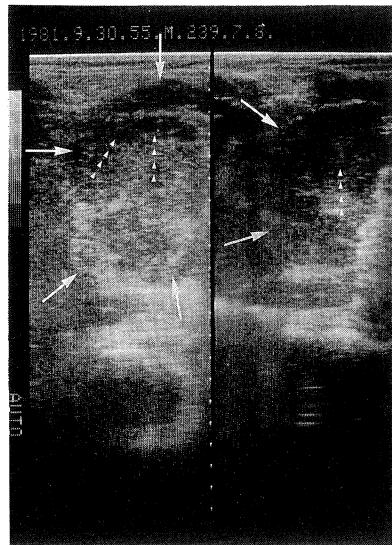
Ultrasonogram of case 2 shows inhomogeneous echo mass (arrows), especially the area of near the liver surface looks hypoechoic (triangles).
